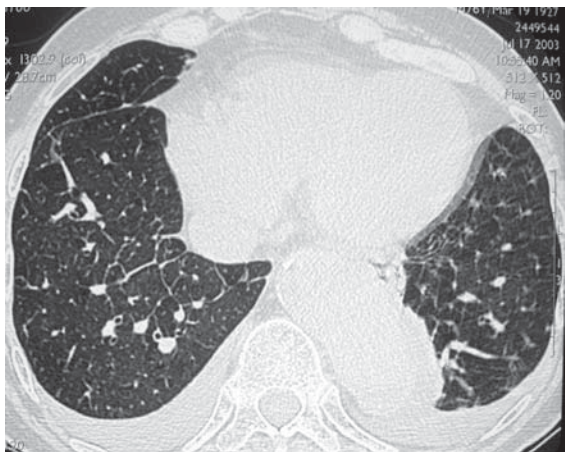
Tomografia computadorizada de alta resolução, com corte nas bases pulmonares, com janela de pulmão, mostrando espessamento septal liso, no lobo inferior direito, aumento do calibre vascular e derrame pleural bilateral, em paciente com insuficiência cardíaca congestiva. Observar aneurisma da aorta descendente
